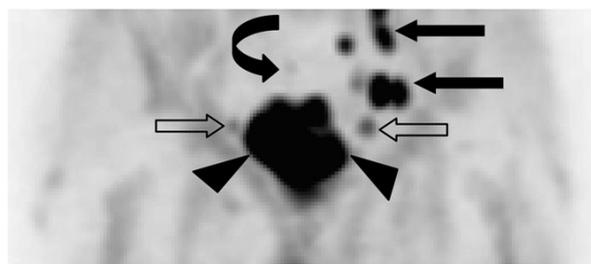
PET image of a patient with lymph node metastasis prostate cancer¹⁰⁾ (pelvic coronary section: 73 year-old male, PSA 72ng/mL, Gleason Score 9)
